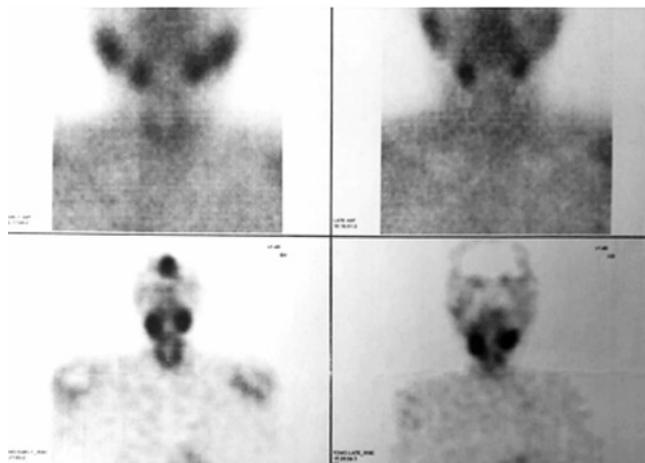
Сцинтиграфия околощитовидных желез наблюдавшейся пациентки от 14.01.2021
